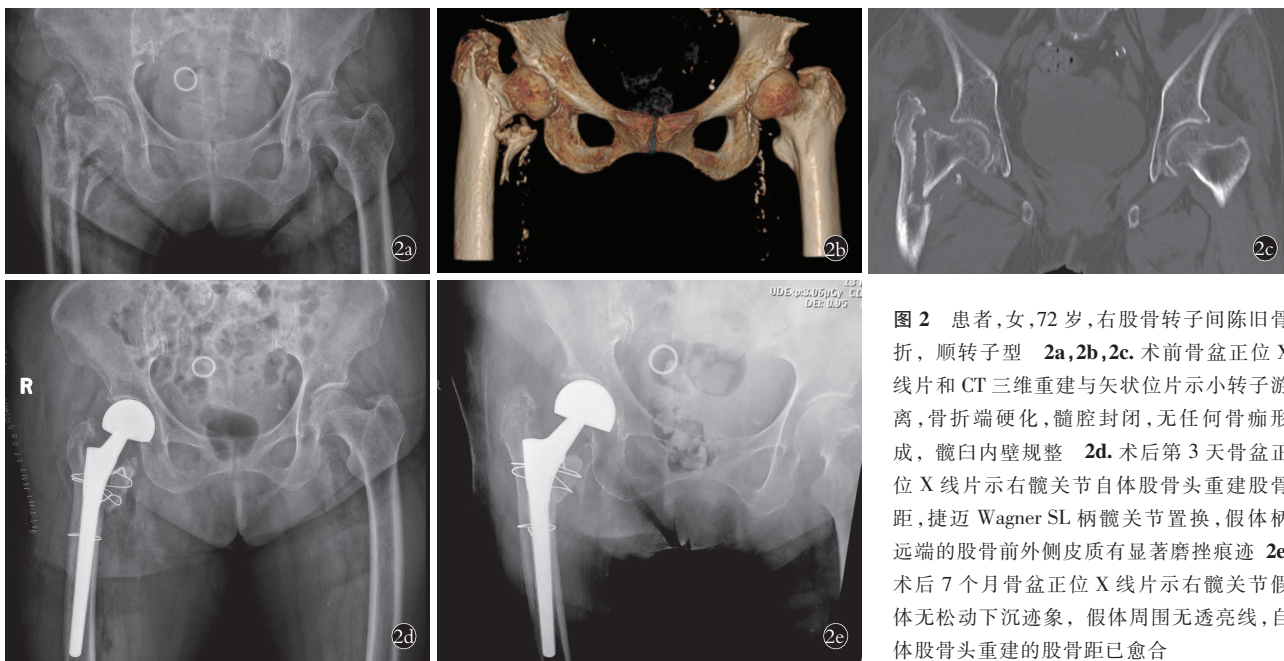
患者,女,72岁,右股骨转子间陈旧骨折,顺转子型 2a,2b,2c.术前骨盆正位X线片和CT三维重建与矢状位片示小转子游离,骨折端硬化,髓腔封闭,无任何骨痂形成,髋臼内壁规整 2d.术后第3天骨盆正位X线片示右髋关节自体股骨头重建股骨距,捷迈Wagner SL柄髋关节置换,假体柄远端的股骨前外侧皮质有显著磨挫痕迹 2e.术后7个月骨盆正位X线片示右髋关节假体无松动下沉迹象,假体周围无透亮线,自体股骨头重建的股骨距已愈合
